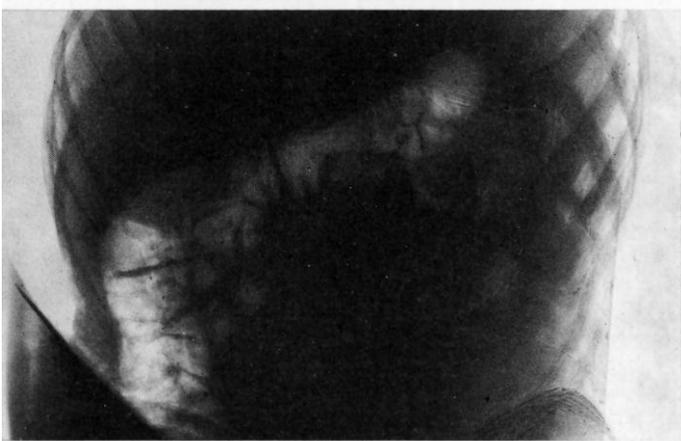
Рентгенограмма больного Н. Определяется газ в свободной брюшной полости
